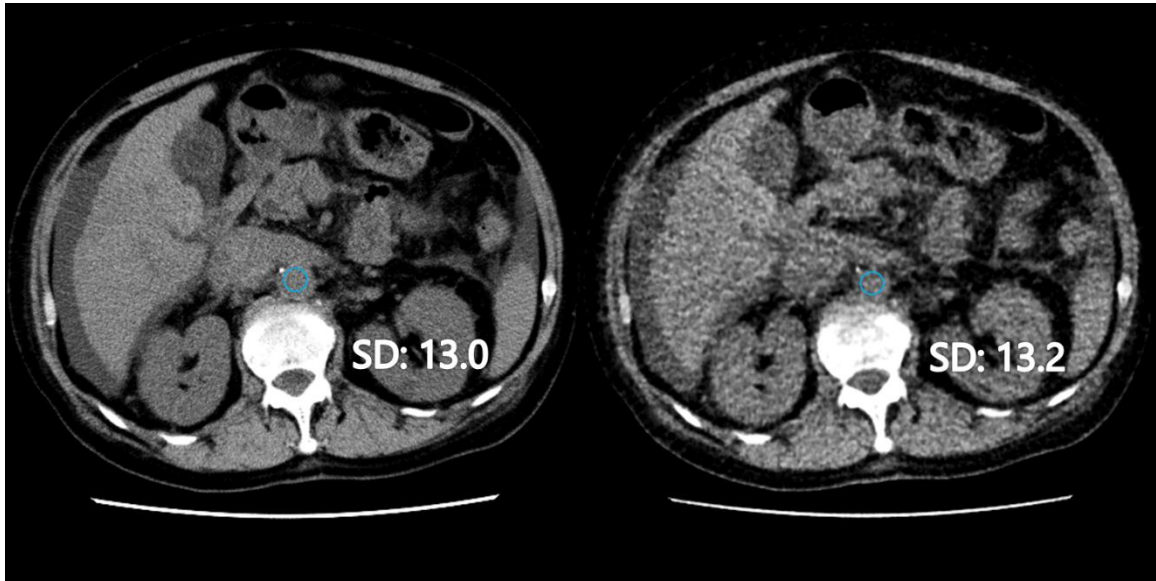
通常線量のFBP(左)と、1/8線量のIR(右)画像. SD: 関心領域(青丸)内のCT値の標準偏差.
